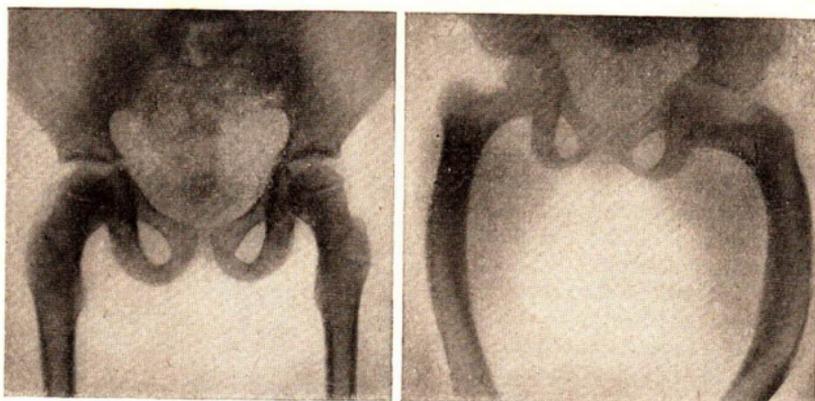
Röntgenaufnahme des kindlichen Beckens und der Oberschenkelknochen, links normal, rechts Oberschenkel durch Rachitis verkrümmt, Becken eingedrückt
